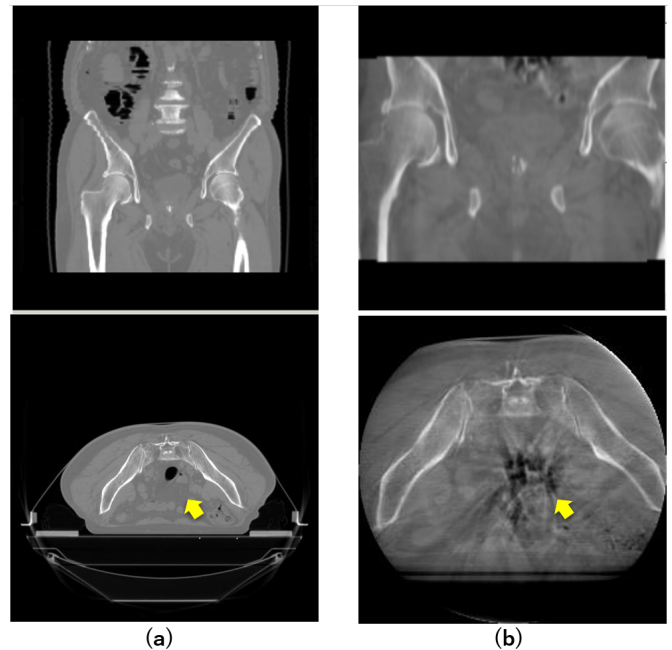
治療計画用に撮像されたCT画像と治療当日に撮像されたCBCT画像, (a) CT画像, (b) CBCT画像と欠損
